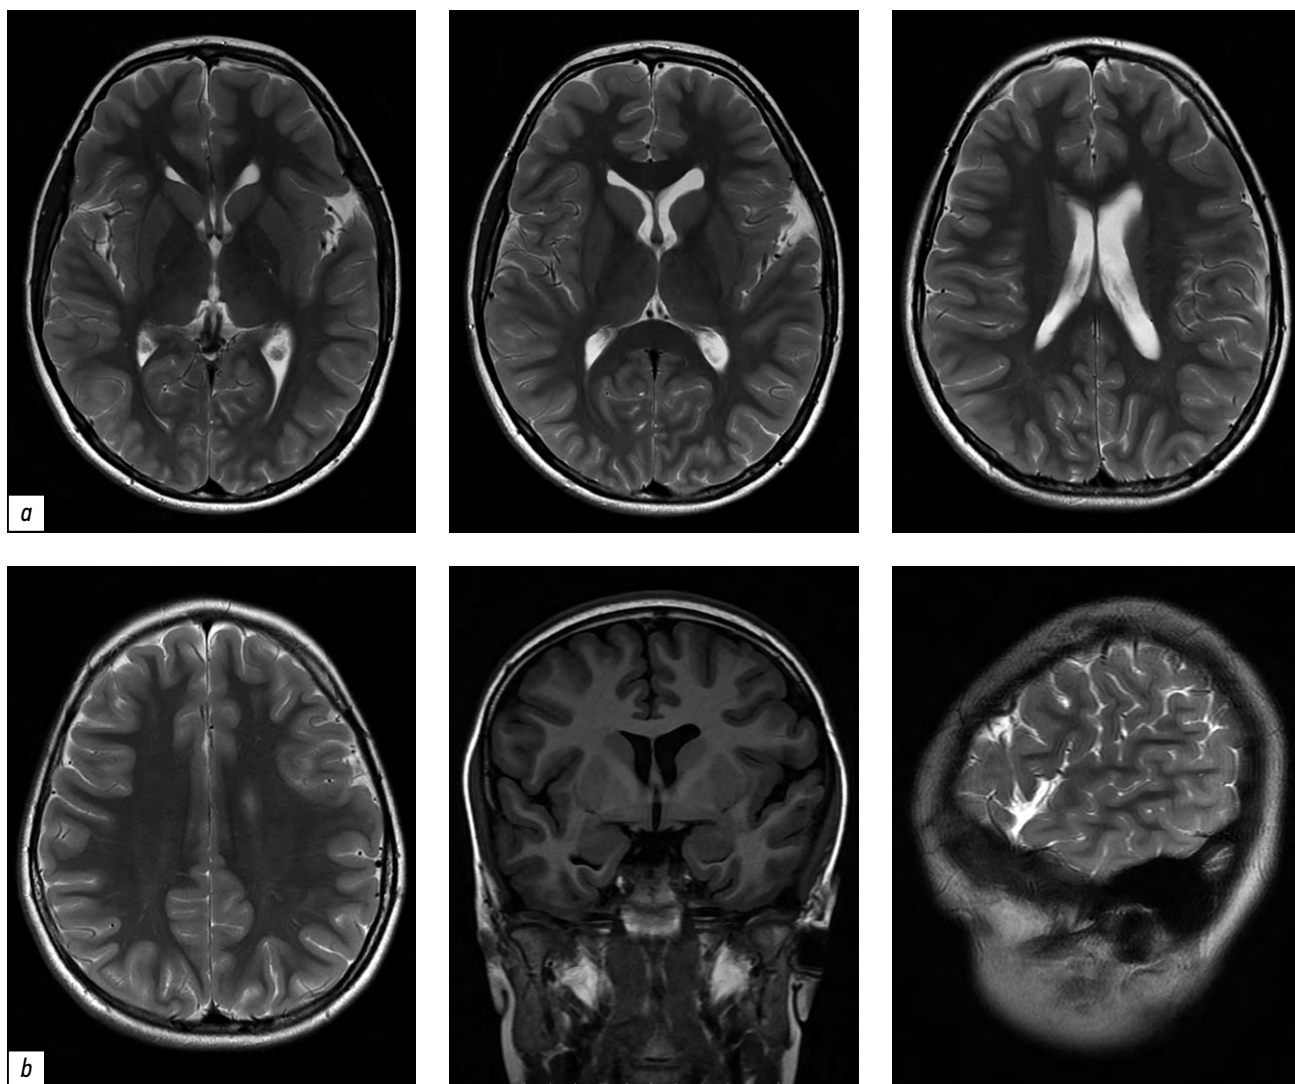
Магнитно-резонансная томография головного мозга через 6 (а) и 12 (б) мес. после операции: полный регресс арахноидальной кисты.
